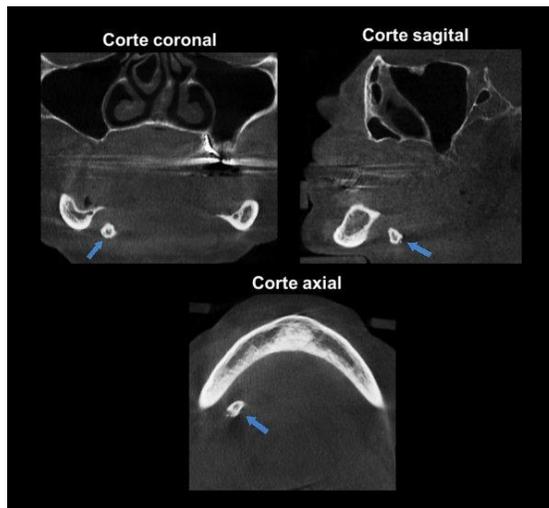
Tomografía Computada de un sialolito situado en el conducto submandibular. (Fuente: <http://blog.radmedica.net/wp-content/uploads/2014/04/caso23b.jpg>)
